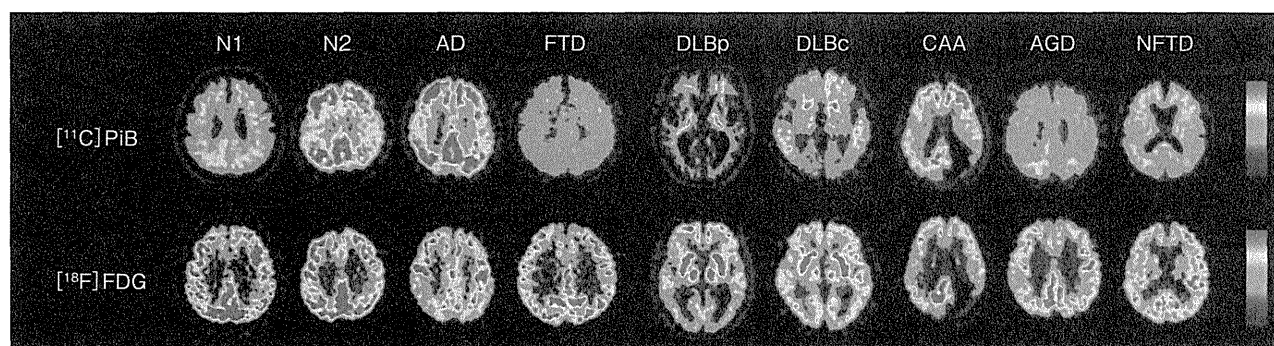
種々の認知症疾患におけるアミロイドPETとFDG-PET所見
